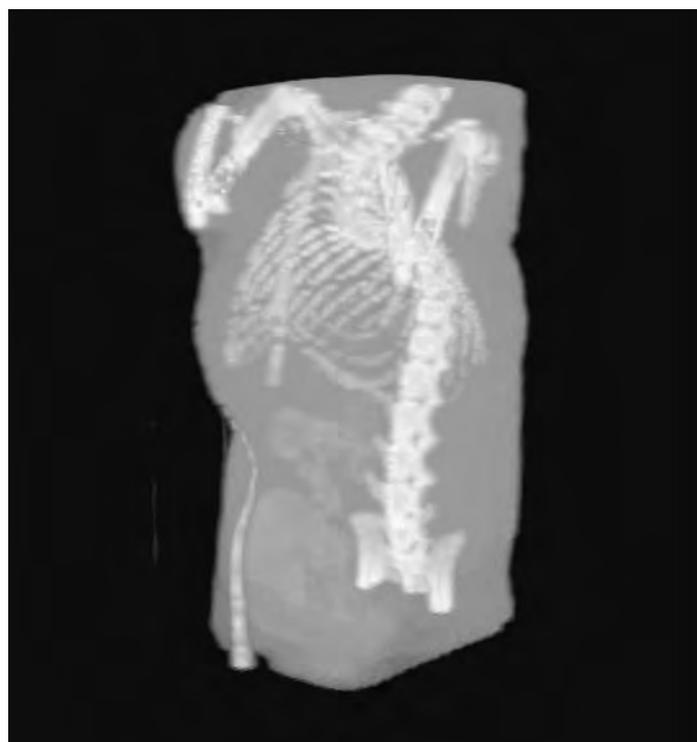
70keV の単色 X 線によるラットの CT 画像。肩から下を見ている。40keV の単色 X 線 CT 画像と合わせて、電子密度画像並びに実効原子番号画像を得ている。
